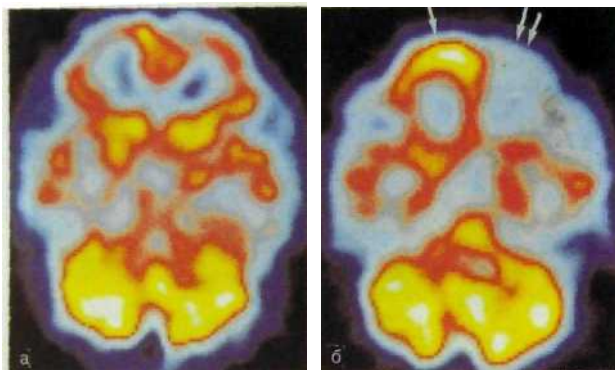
191. Эмиссионная однофотонная томография головного мозга до (а) и после (б) эпилептического припадка. Снижение функциональной активности участка мозга (указан стрелками).
